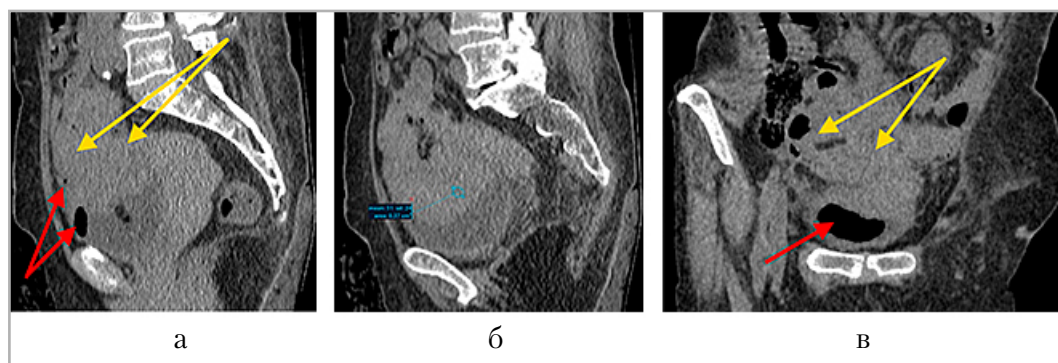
Компьютерные томограммы органов малого таза с внутривенным КУ: *а* — нативная фаза, сагиттальный срез; *б* — поздняя отсроченная фаза, сагиттальный срез; *в* — поздняя отсроченная фаза, корональный срез: определены денситометрические характеристики объемного образования — 31 HU (*голубой маркер*) на уровне подвздошной кишки (*желтые стрелки*), наличие в просвете мочевого пузыря пузырьков воздуха (*красные стрелки*)
